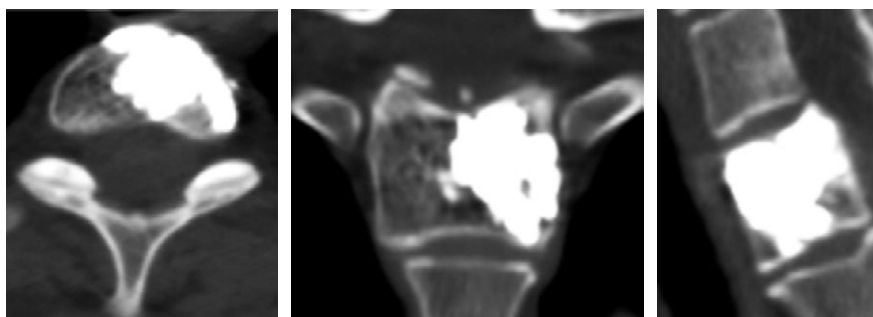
КТ-сканы позвонка Th<sub>1</sub> пациентки В. после операции
